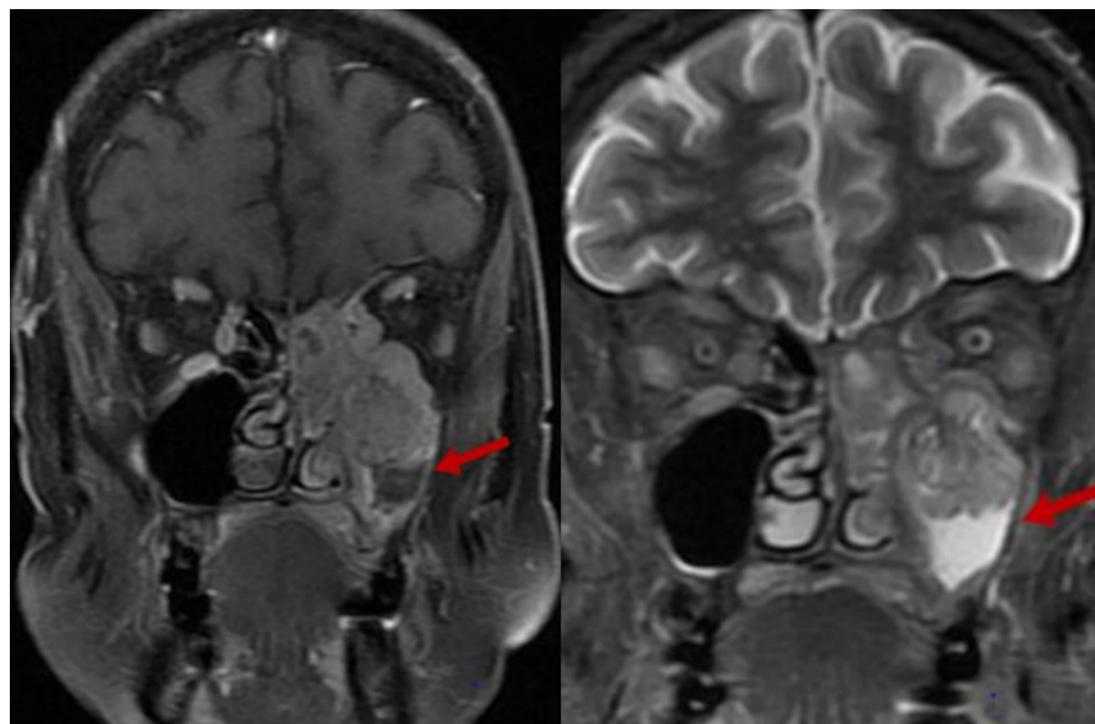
RM coronal T1 con contraste y STIR. Diferenciación de la lesión tumoral de secreciones retenidas, invasión suelo de la órbita. Adenocarcinoma bien diferenciado, infiltrante (adenoide quístico)
